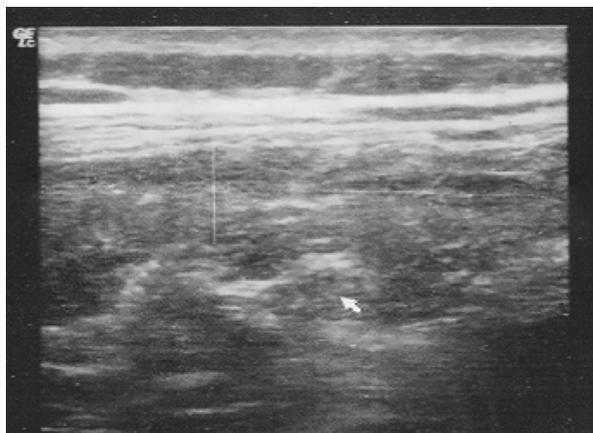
УЗИ-диагностика до лечения
